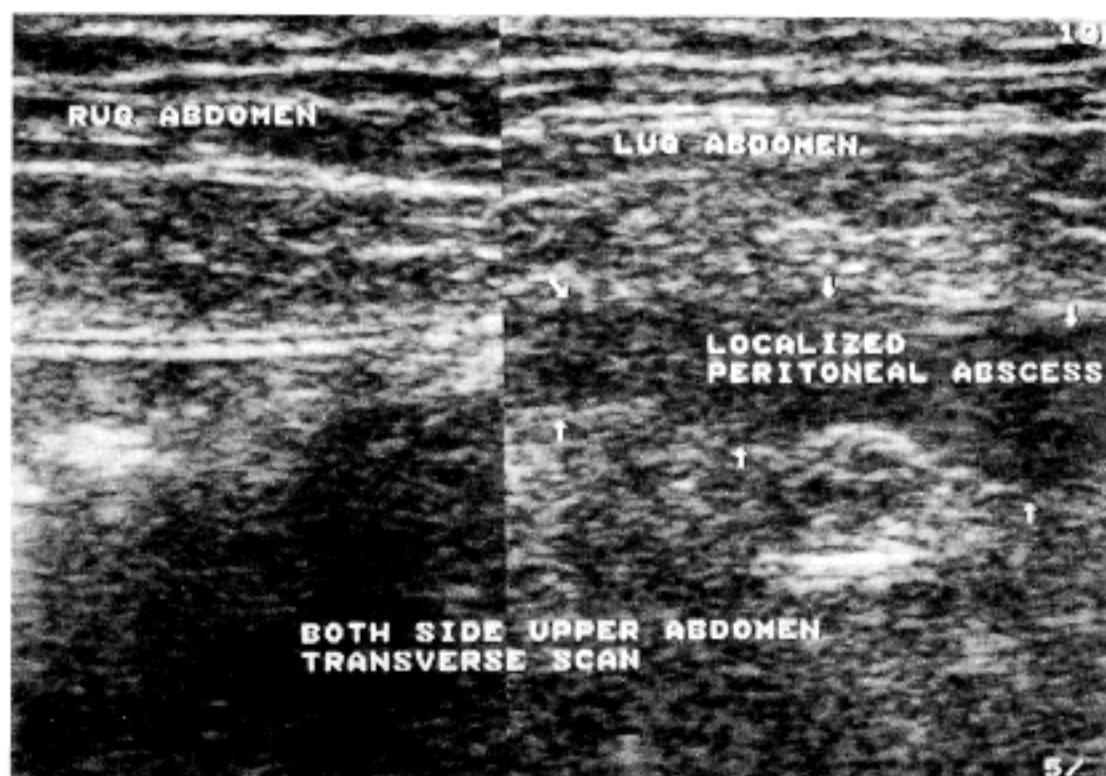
Ultrasonogram finding. 6×5×5 cm sized oval shape mass under the abdominal wall is surrounded by omentum.
